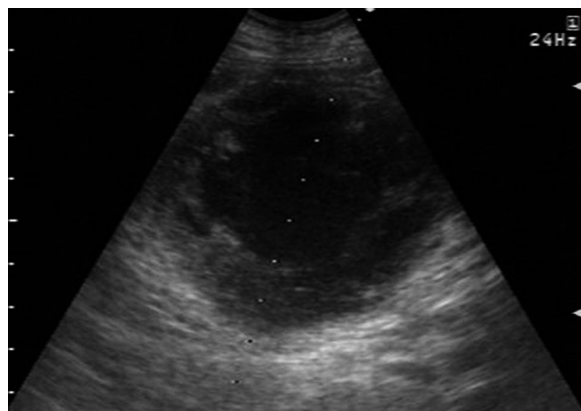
Ultrasonography showed a renal cyst in the upper pole of the transplanted kidney.
